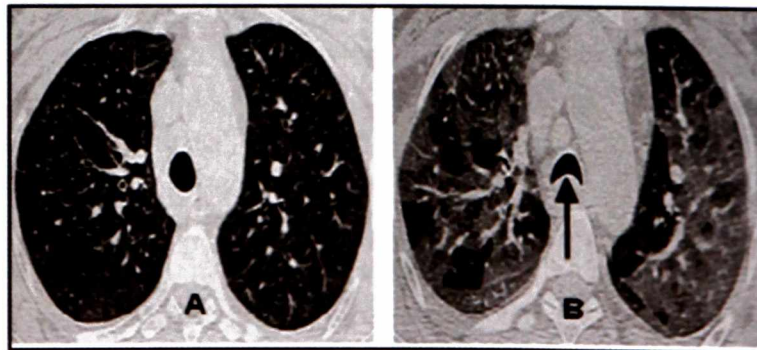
Hình ảnh kính mờ: CT trên một bệnh nhân viêm phổi lan tỏa cho thấy hình ảnh kính mờ hai bên. Hình ảnh phế quản và mạch máu còn nhìn thấy rõ.
